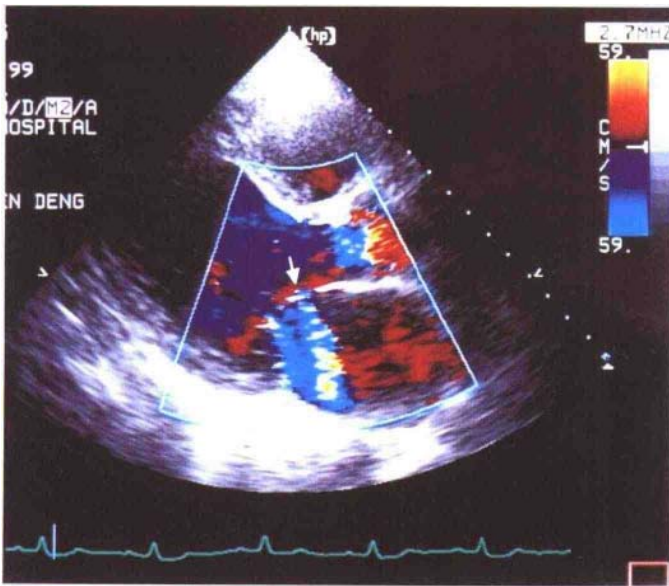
二尖瓣关闭不全患者收缩期左心长轴切面此患者为主动脉瓣赘生物并关闭不全，同时合并二尖瓣前叶穿孔患者。左房内可见两股返流束，箭头所指处即为二尖瓣前叶穿孔所致的返流束(同济医院超声影像科供图)
